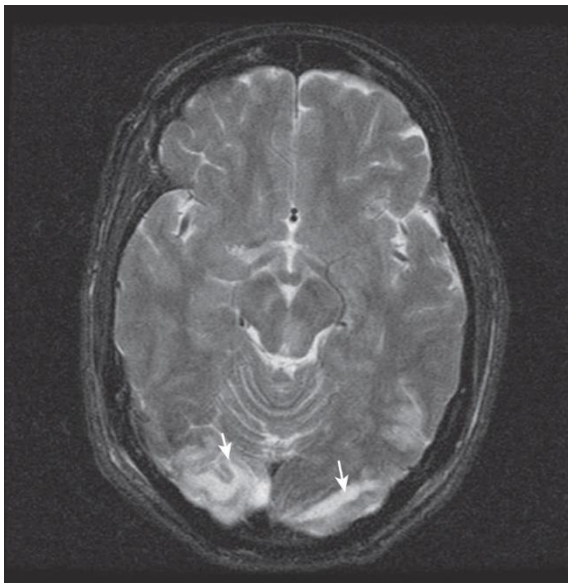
Magnetic resonance imaging of the brain reveals posterior reversible encephalopathy syndrome in a patient with eclampsia. Arrows point at vasogenic edema that is considered reversible.
